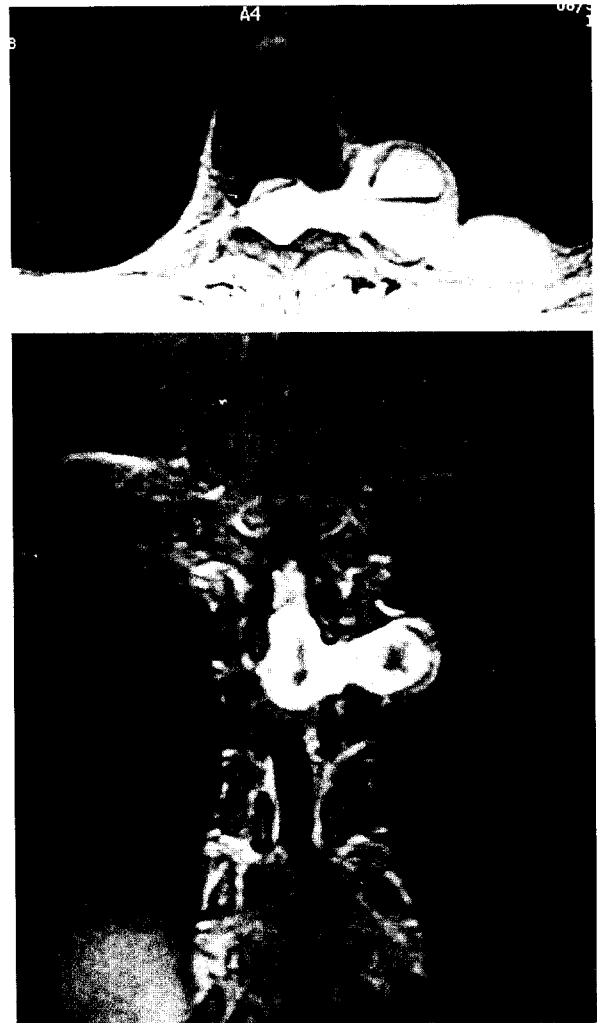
Preoperative MRI transverse and coronary view showing enlarged intervertebral foramen and spinal cord compression by the dumbbell tumor.
